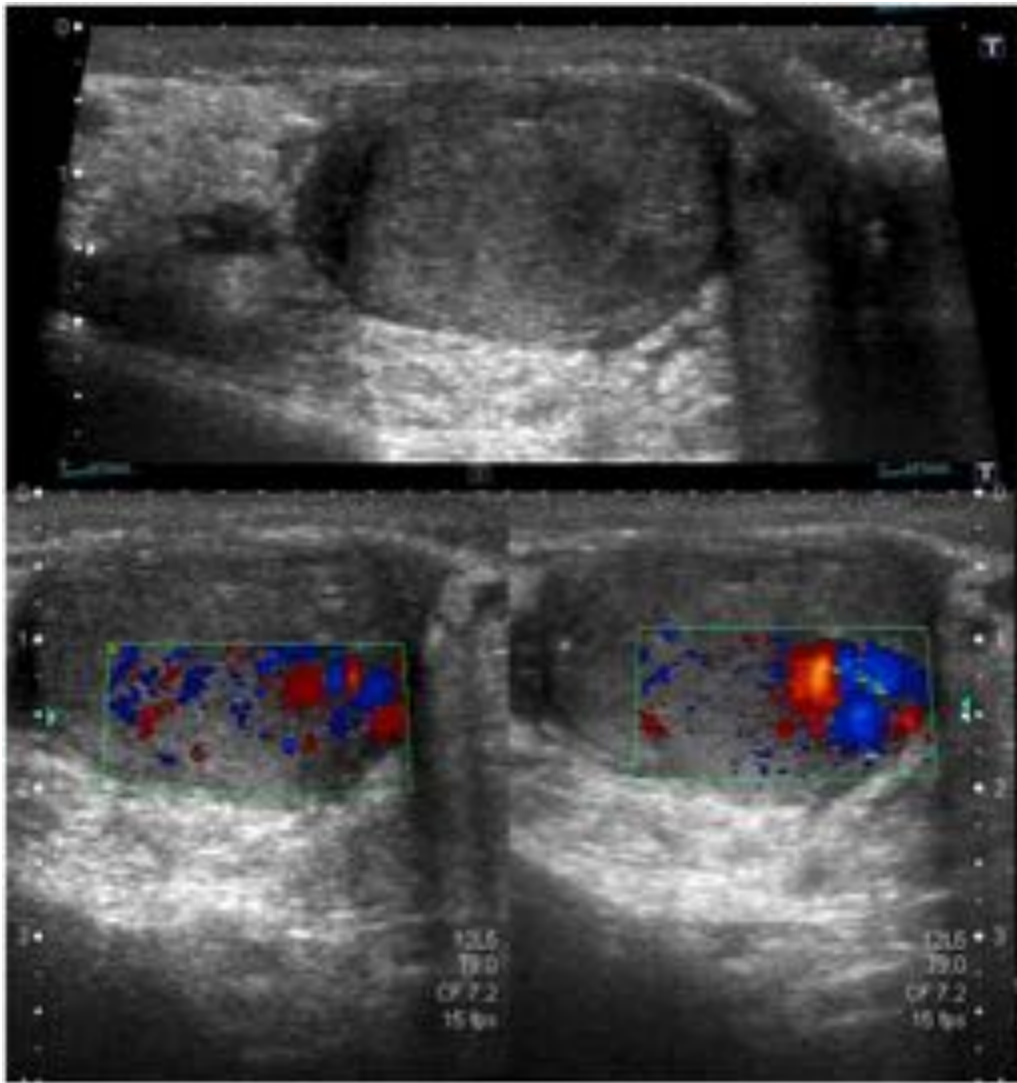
Hombre de 37 años con dolor inguinal de varios meses de evolución que empeoraba al andar y mejoraba con el reposo. Ecografía doppler que muestra
